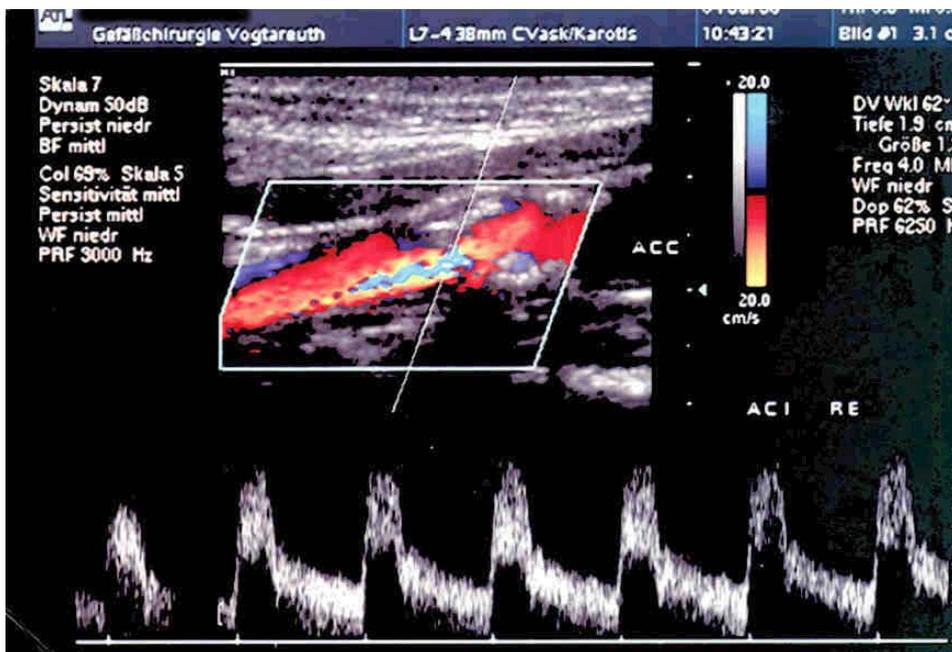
Farbduplexsonographisches Bild einer ACI-Stenose
